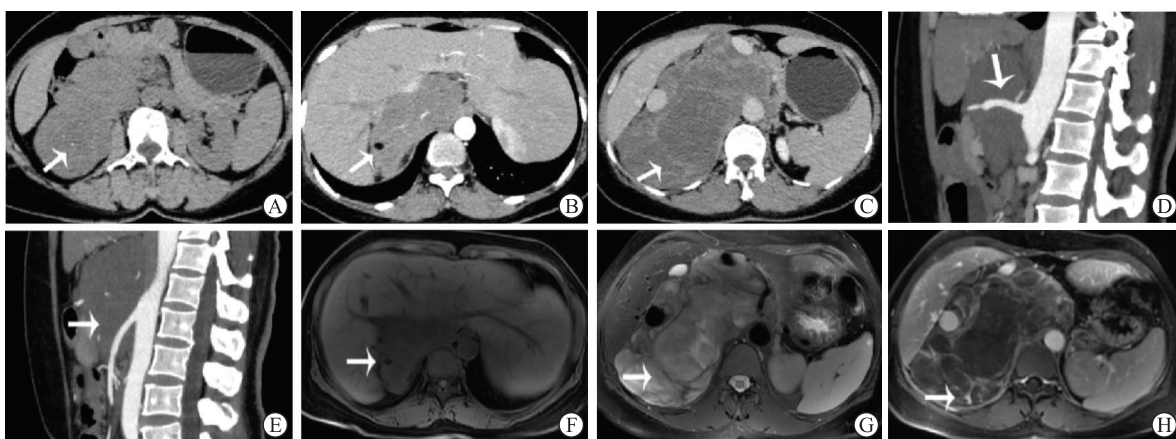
1例47岁女性腹膜后节细胞神经瘤患者的CT和MRI图像
